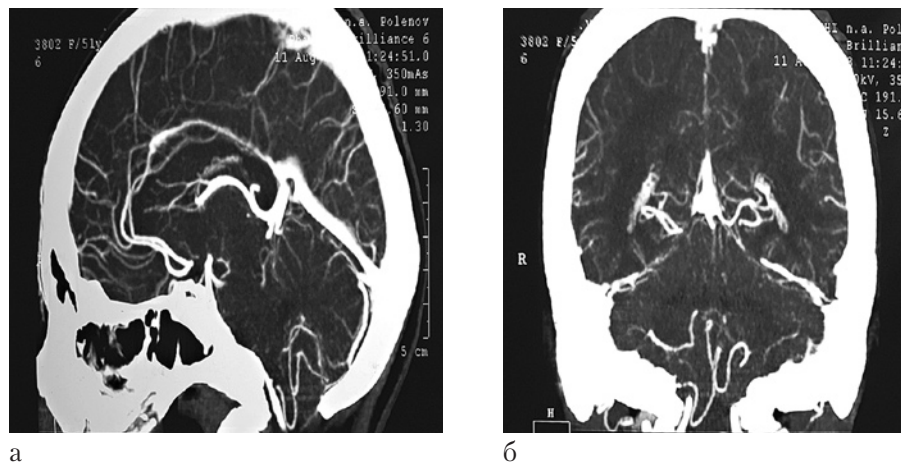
Спиральные КТ-изображения в сосудистом режиме у пациента с МК I типа. а — сагиттальное изображение; отмечается значительное смещение ЗНМА в БЗО, огибающей полюс правой миндалины мозжечка; б — коронарное изображение; отмечается значительное смещение ЗНМА в БЗО, огибающей полюс правой миндалины мозжечка; левая ЗНМА — в пределах ЗЧЯ, что указывает на асимметричное расположение миндалин мозжечка.
